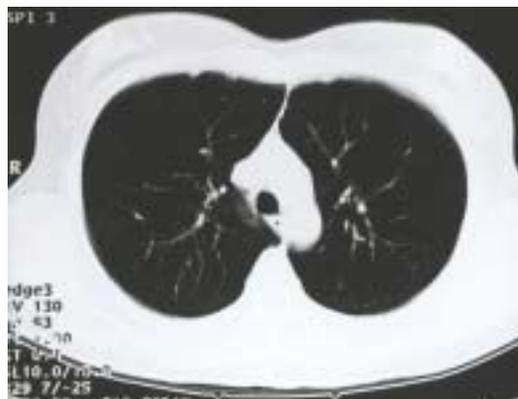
Tomografía axial computarizada de tórax sin evidencias de enfermedad bulosa o parenquimatosa pulmonar.
